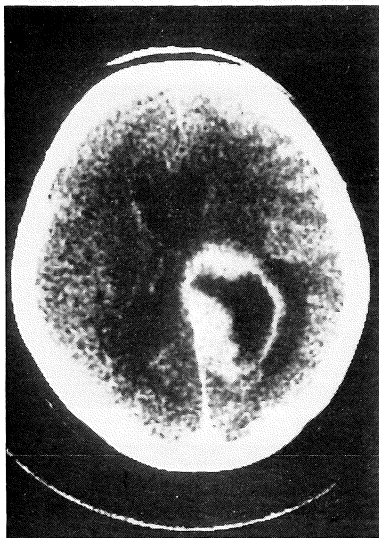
60 歳女性 Astrocytoma Grade IV a: 造影 X線 CT b:  $T_1$  像 c: ヒストグラム
